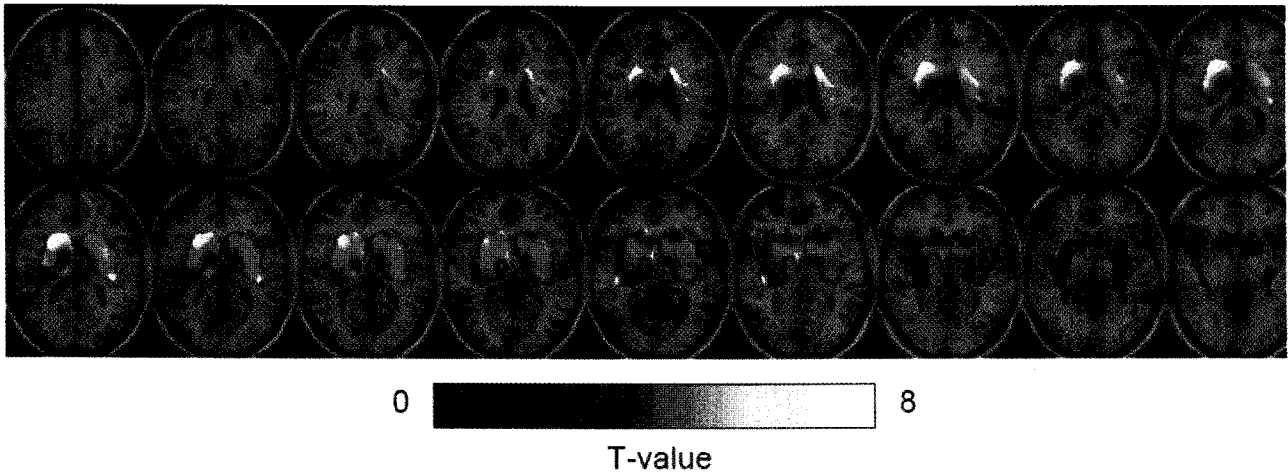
Voxel-based comparison of binding potential image of VG (video game) PET (after head motion correction > before correction, $P < 0.05$, cluster size > 100).
